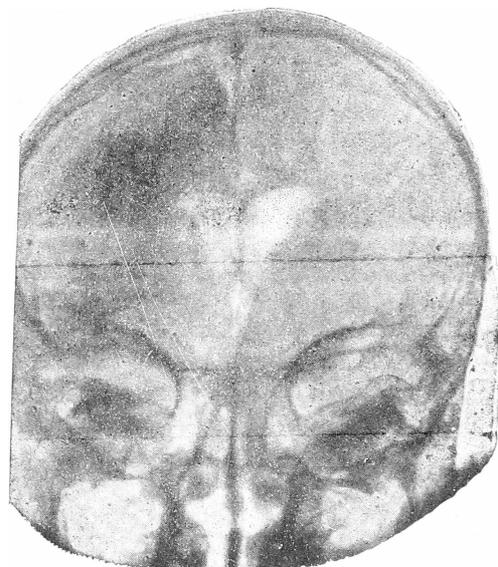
№ 4. Фас. Горизонтальное положение больного на затылке. «Форма бабочки». Фронтно-окципитальный ход рентген. лучей.
